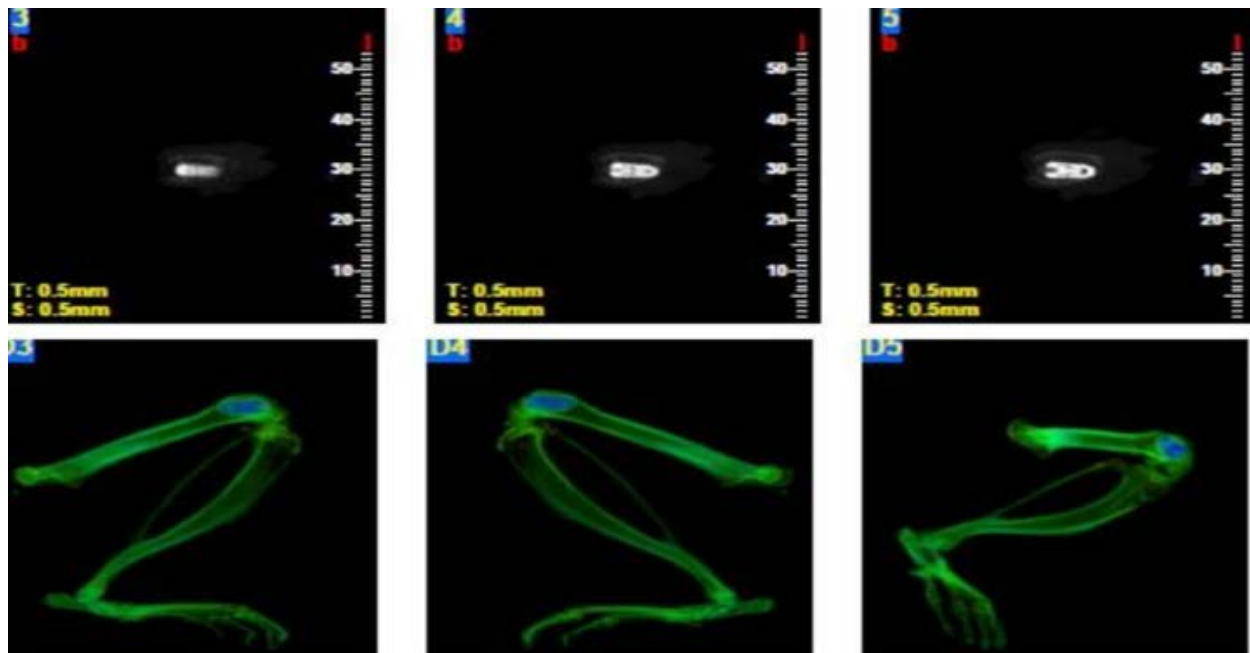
Coronal and sagittal cone beam computerized tomography images of the implant in femur
